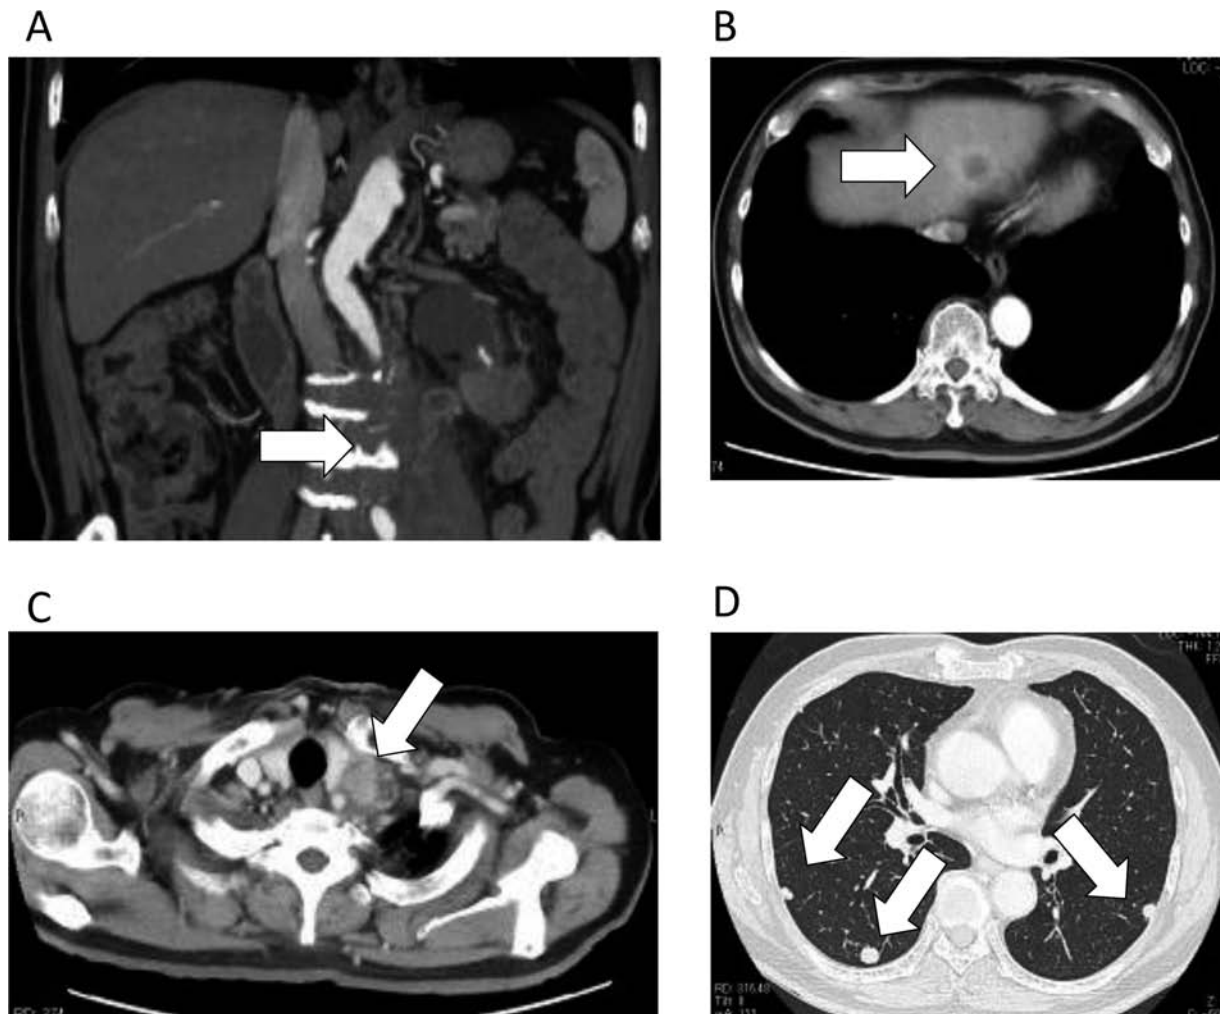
Contrast-enhanced computed tomography images of left ureteral tumor (A), liver metastasis (B), Left supraclavicular lymph node (C) and lung metastasis (D). White arrows show each of the tumors.
